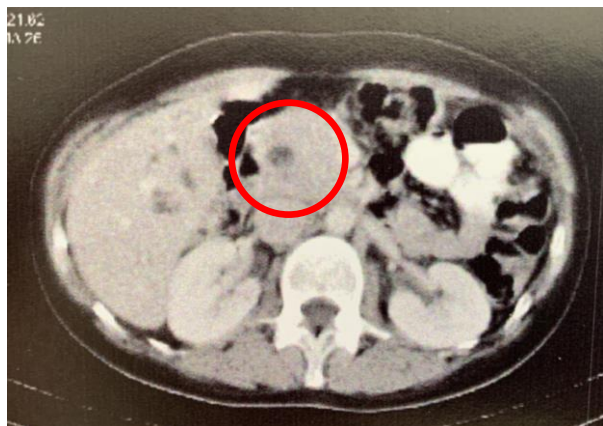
Lesão tumoral em topografia de cabeça do pâncreas vista em tomografia computadorizada.
